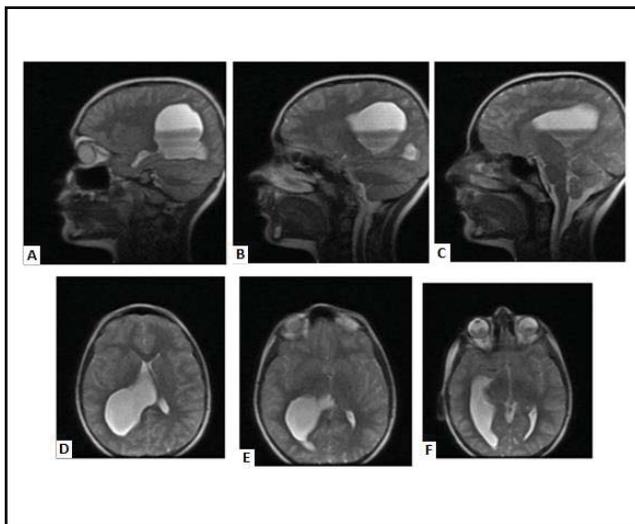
A, B y C. Imágenes de cortes sagitales de la RM craneal sin contraste intravenoso preoperatoria del quiste aracnoideo del paciente, desde planos más internos a planos más externos. D, E y F. Imágenes de cortes coronales de la RM desde planos más superficiales a planos más profundos, observando mayor afectación en el área derecha.
